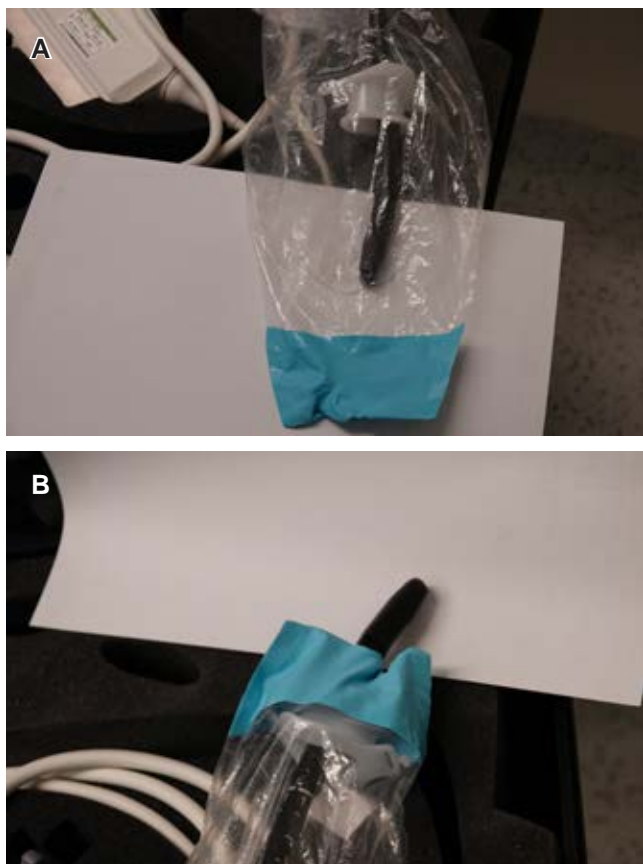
Cobertor para la sonda del ETE. A) Introducir la boquilla dentro del cobertor plástico, orientar hacia la parte distal del cobertor el lado que sujetará el paciente con los incisivos. Posteriormente introducir la sonda del ETE a través de la boquilla como se muestra en la imagen. B. Colocar la boquilla en los incisivos del paciente y posteriormente introducir la sonda de ETE de la manera habitual. Al retirar la sonda, el cobertor plástico impedirá la diseminación de aerosoles o gotas. Fuente: Colección del autor. Abreviaturas: ETE: ecocardiograma transesofágico. Fuente: Colección del autor.
